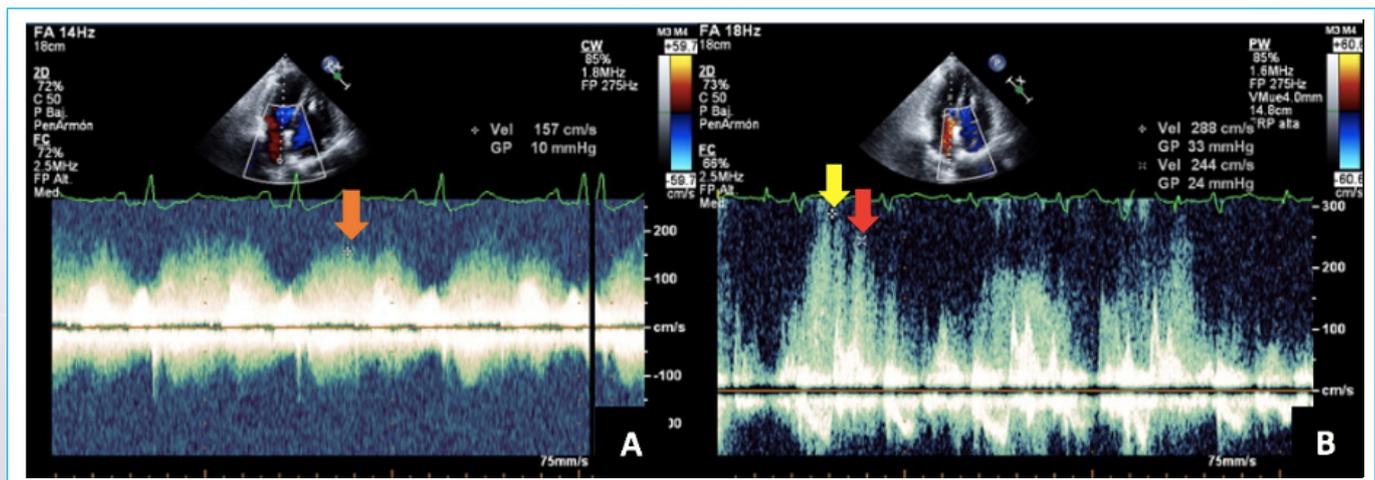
ETT. Doppler pulsado a nivel de las venas pulmonares. A (Reposo): gradiente máximo de 10 mmHg (flecha naranja). B (post ejercicio): gradiente máximo de 33 mmHg en sístole (flecha amarilla) y 24 mmHg en diástole (flecha roja).
